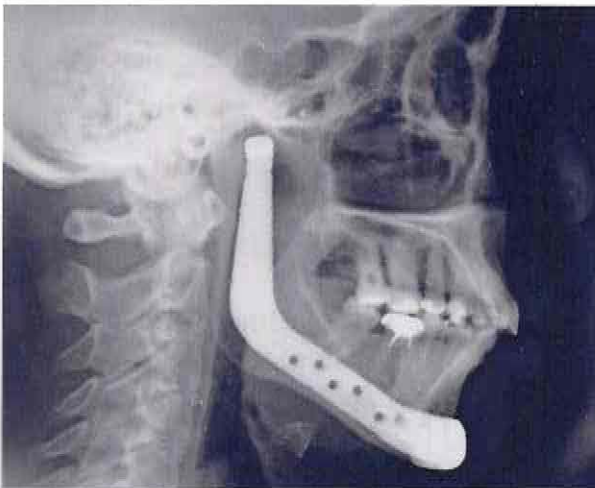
Radiografía lateral de cráneo como control intraoperatorio.
